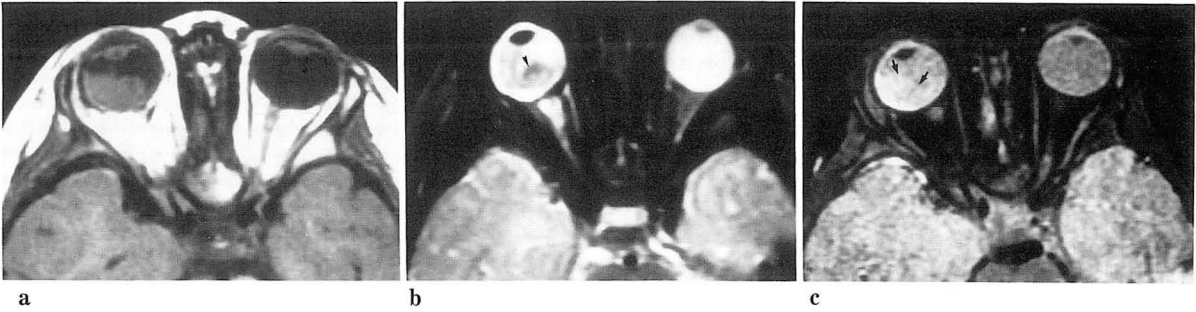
18-month old female with retinoblastoma of right eyeball.a. T1-weighted image(600/20) showed right intraocular mass.
